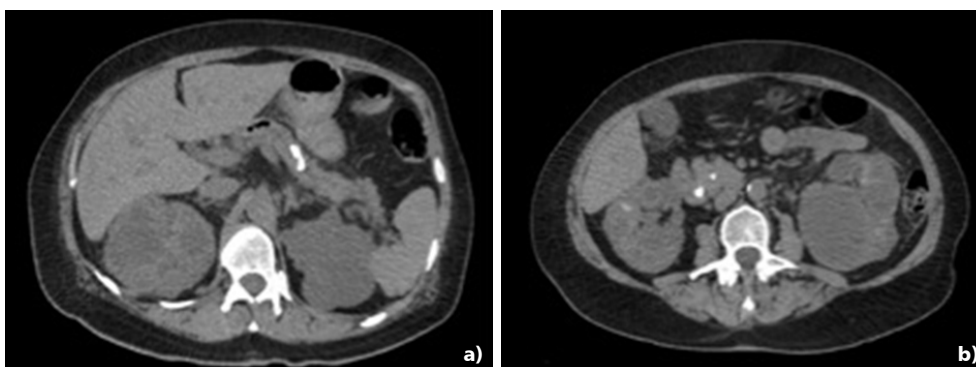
a y b. TAC AP: Pancreatitis crónica calcificada, con compromiso del páncreas entero.
